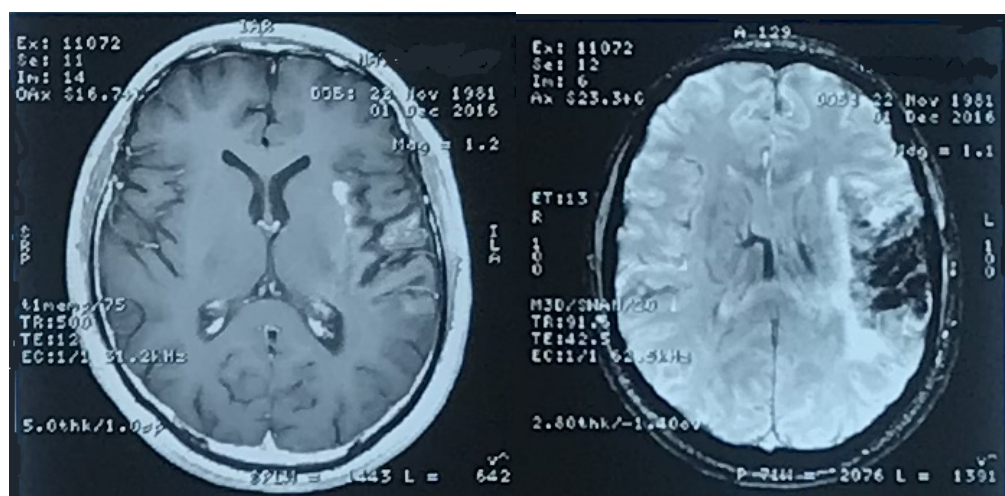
МРТ головного мозга с контрастированием в динамике через 3 месяца, пациент Н-ин А.А. (И/б №122507-2016)
